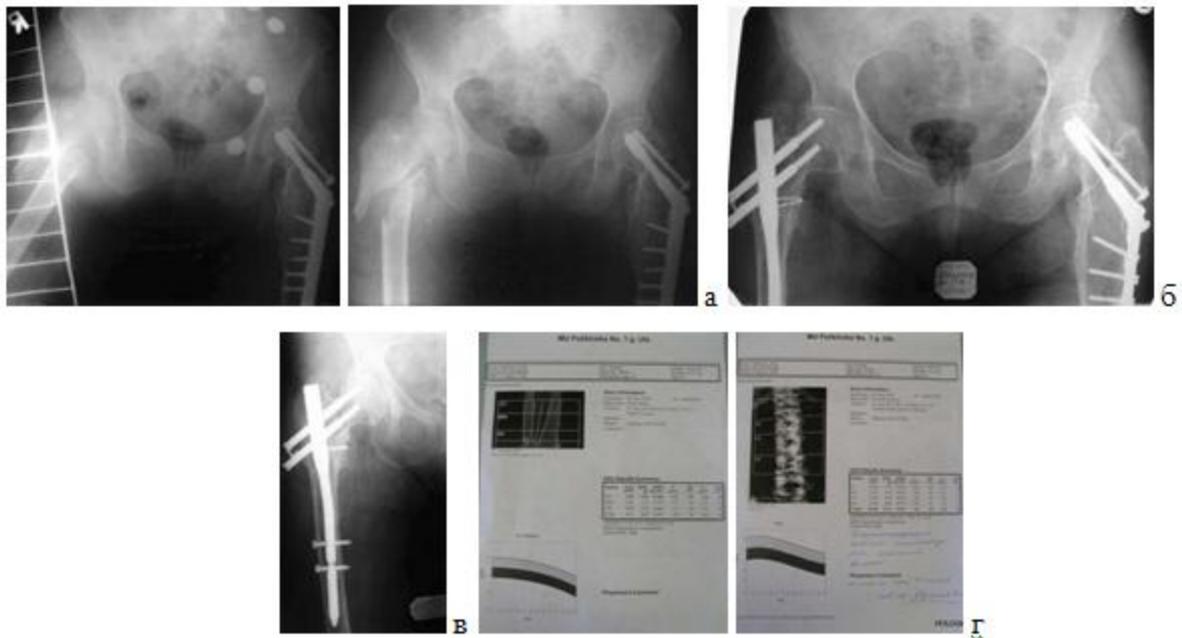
а – рентгенограммы при поступлении; б – рентгенограмма после остеосинтеза; в – рентгенограмма через 2 года после остеосинтеза; г – данные остеоденситометрии (Т-индекс лучевой кости -4,8, позвоночника -4,5)
